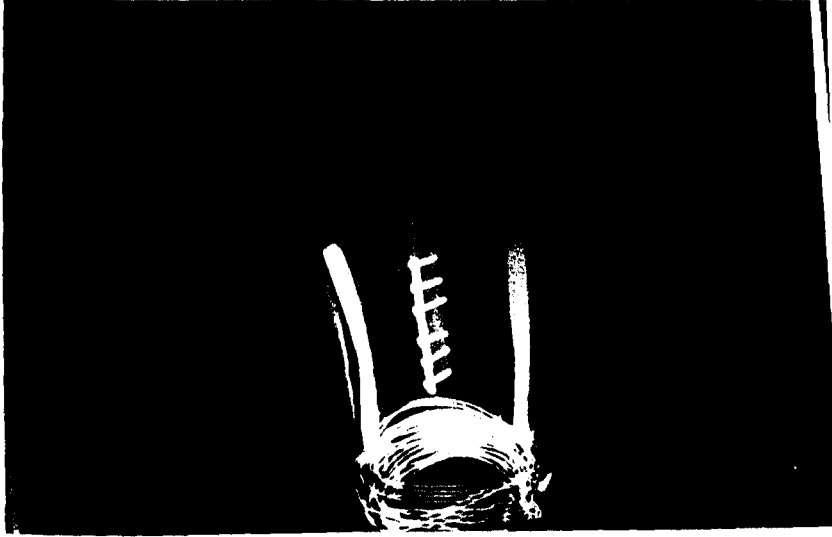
B : Plaklama, spongiöz ve kortikal onlay greft uygulanan olgunun darbeli elektromagnetik alan tedavisi sırasındaki grafisi.
